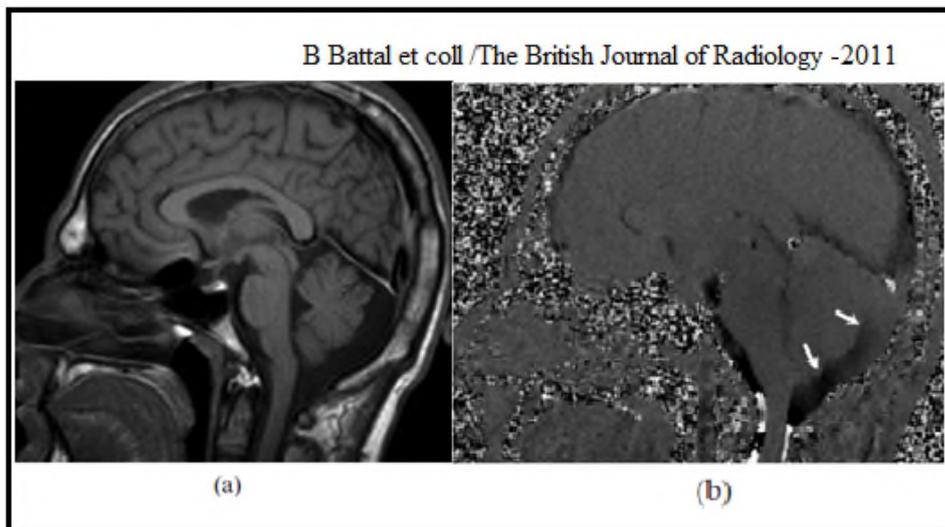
Aspect IRM de la syringomyelie associée à la malformation de Chiari
